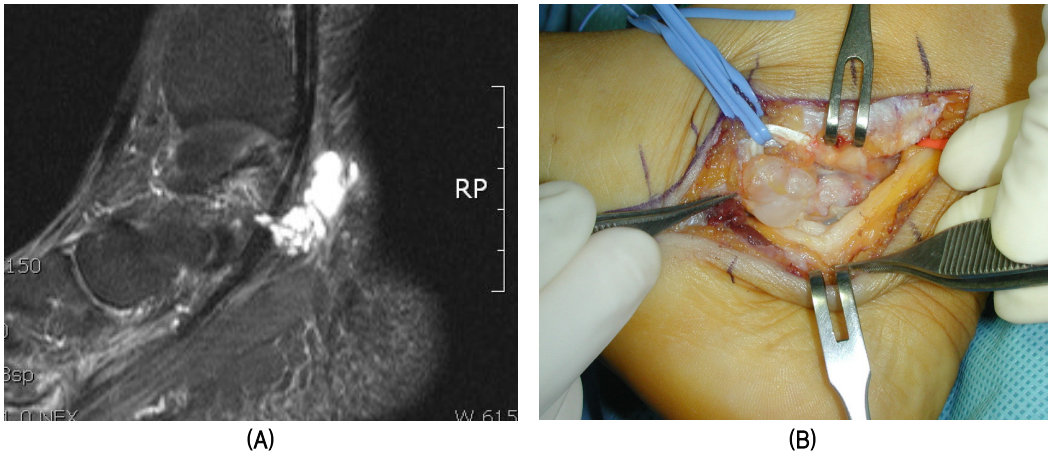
(A) Ankle MRI of a 44 year-old female shows multilocular cyst adjacent to tibial nerve. (B) Intraoperative photograph shows large ganglion which compresses tibial nerve.
